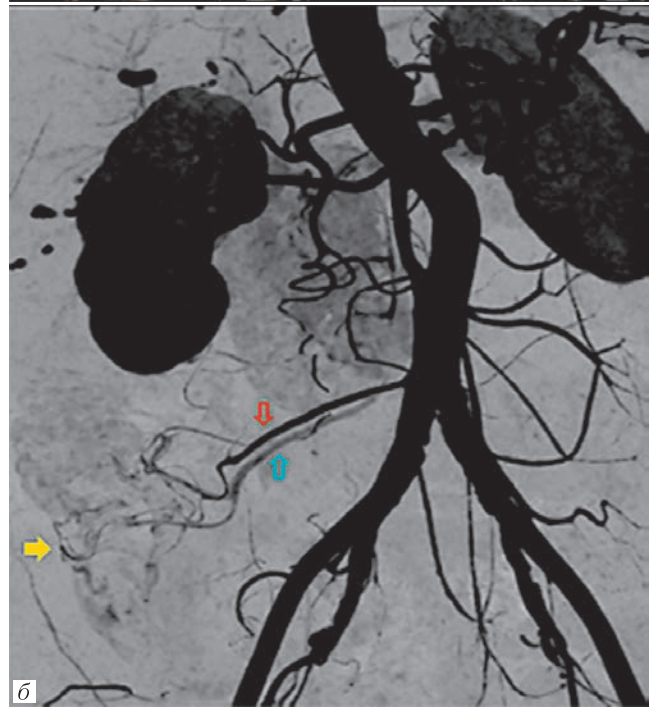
Computed tomogram. MIP algorithm. Axial plane. Arterial phase. There is a network of pathological vessels in the wall of the caecum (yellow arrow)
